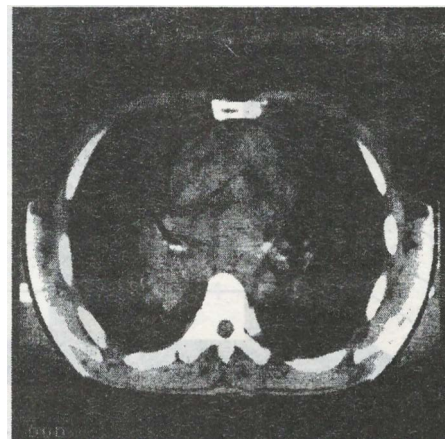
Комп'ютерна томограма хворого Т., 56 р. Центральний рак нижньої долі правої легені, перибронхіальна форма. На комп'ютерній томограмі з в/в контрастуванням в режимі візуалізації середостіння, зріз на рівні нижньодольового бронха можлива оцінка щільності пухлини, яка в даному випадку складає 43 – 45 од. НУ. Мтс у верхні бронхолегеневі л/в.
